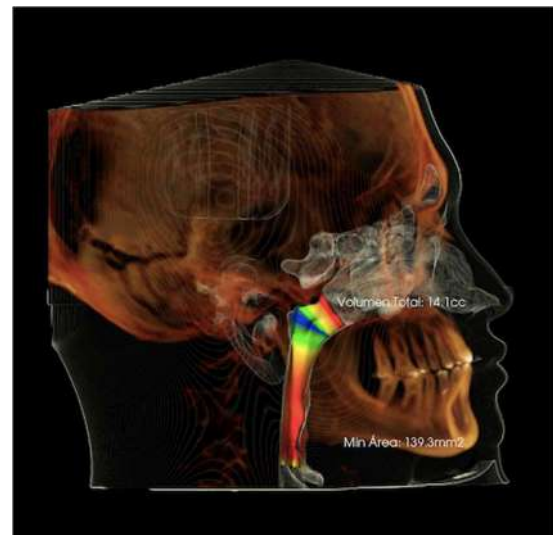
Tomografía de vía aérea. Corte sagital. Paciente SD
